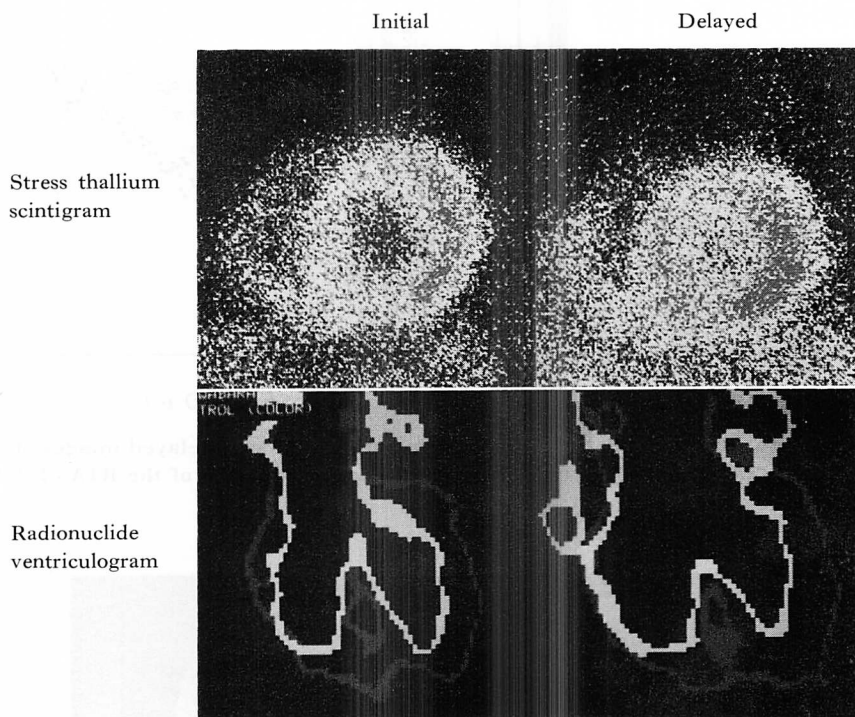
Stress thallium-201 scintigrams (upper) and left ventricular perimeters at end-diastole and at end-systole (lower) obtained in a patient with anteroseptal myocardial infarction.
